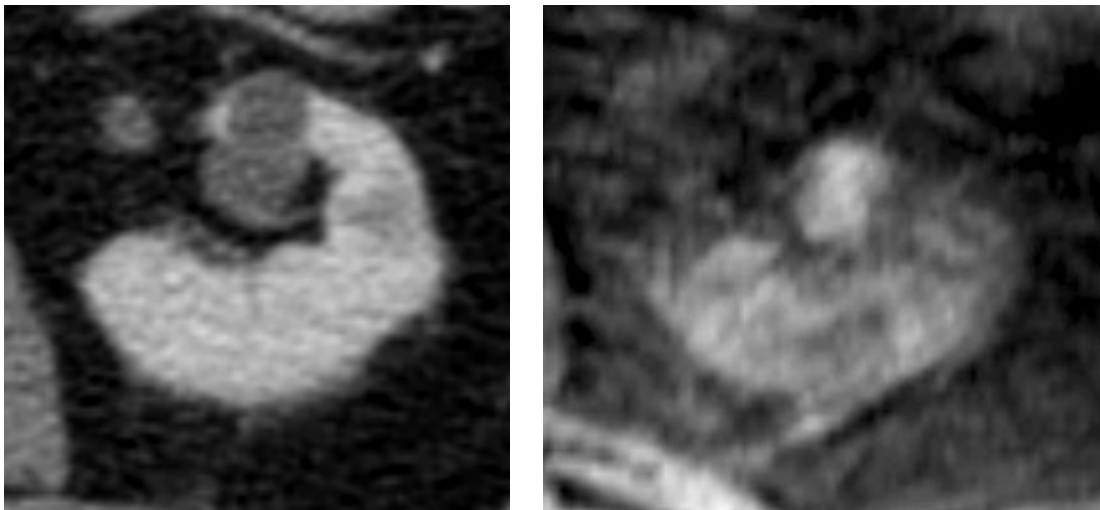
Quiste simple renal identificado en la angio-TC (izquierda) y la ARM-TOF (derecha).
